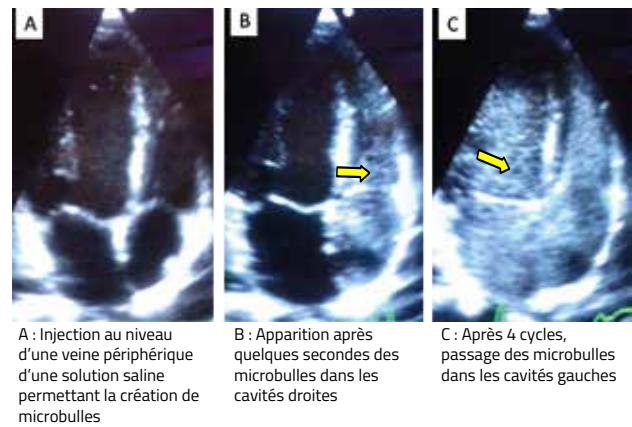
Échocardiographie trans-thoracique
